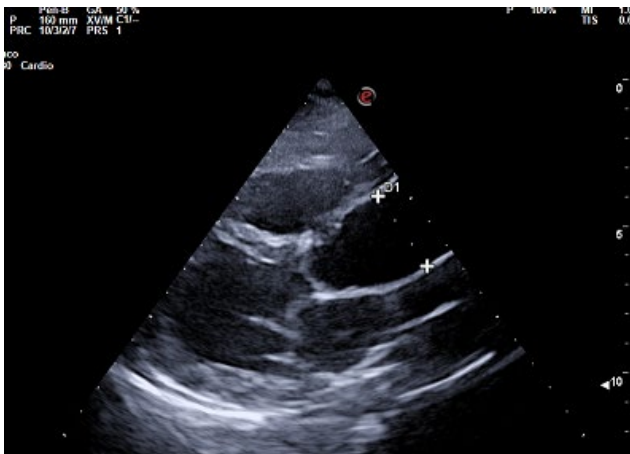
Ecocardiografía de la paciente. Corazón con disposición habitual.
